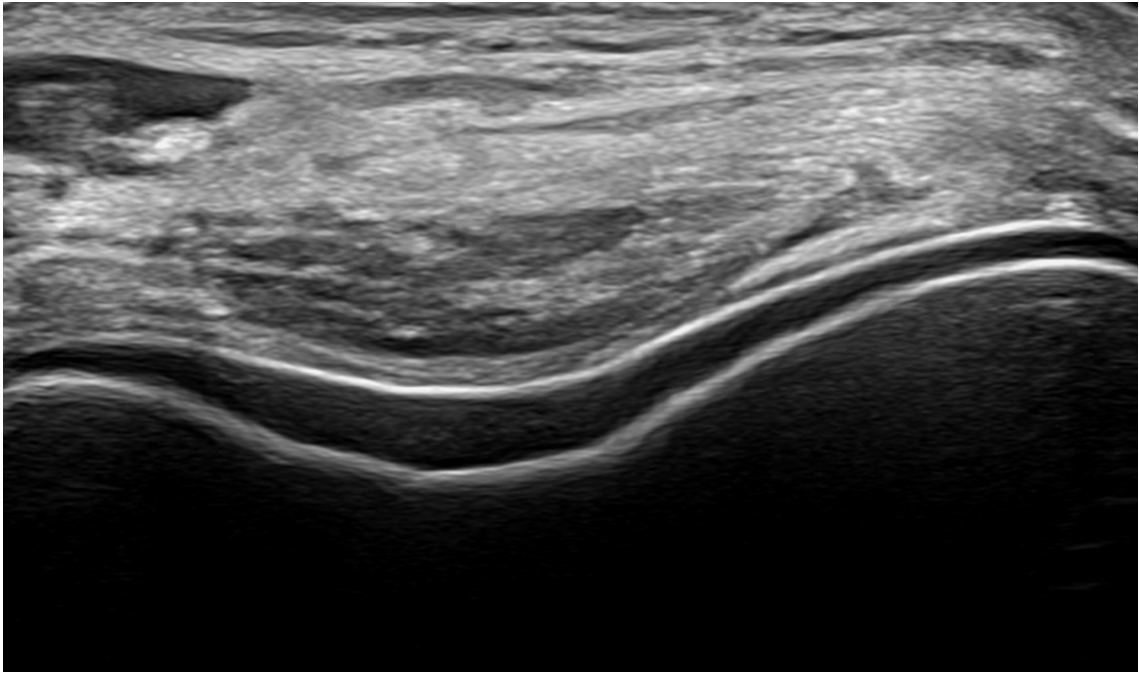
痛風の代表的な所見である硝子軟骨表面の高エコーはDouble contour signと呼ばれる
